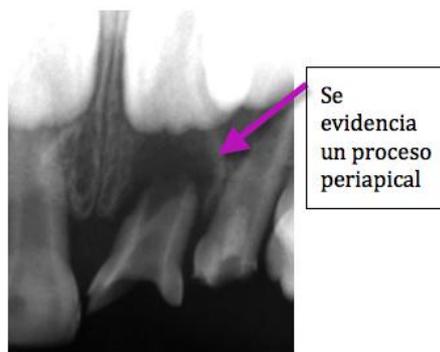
Rx periapical del paciente dientes # 61 y 62
